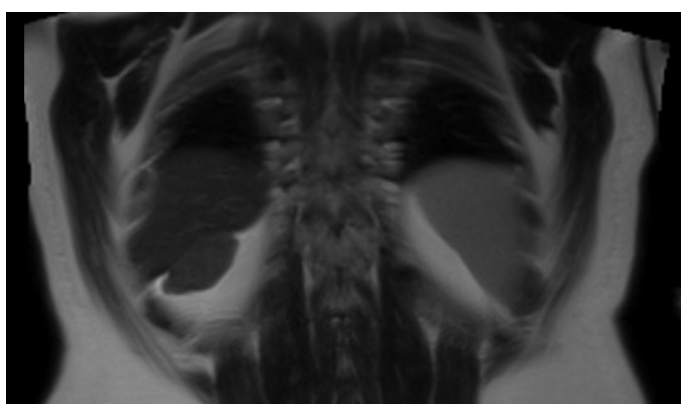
MRI – the second mass located in the retroperitoneum.
